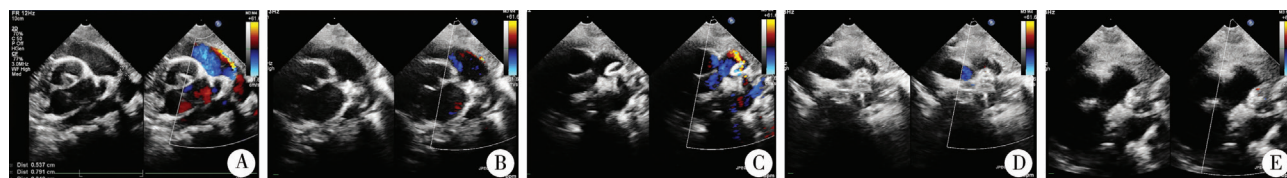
TTE 引导下应用 ADO II 封堵 PDA 的心脏超声图片 注 图 A 为胸骨旁高位切面, 显示降主动脉、动脉导管以及肺动脉形态; 图 B 为导管通过降主动脉进入 PDA 达肺动脉; 图 C 为 ADO II 肺动脉侧伞盘打开, 形似蘑菇头; 图 D 为 ADO II 中间伞盘和主动脉侧伞盘都打开后的形态; 图 E 为释放 ADO II 后的形态
